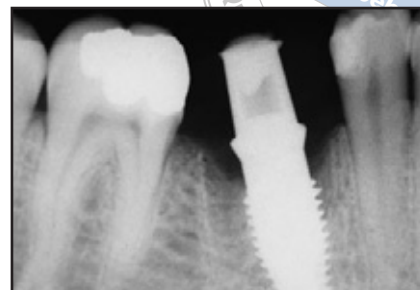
(rechts) *Postoperatives periapikales Röntgenbild.*
